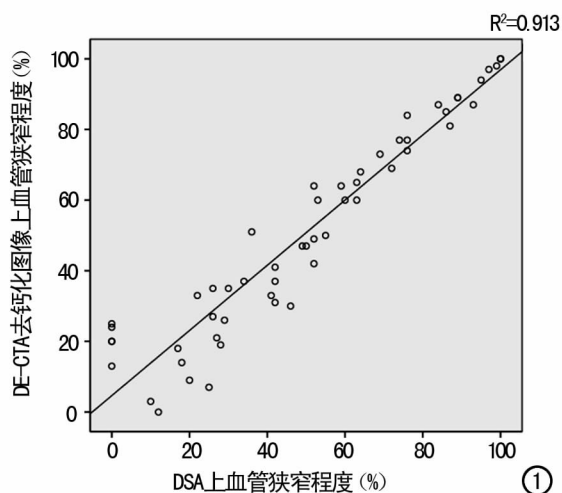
CT双能量去骨技术去除骨骼和钙化斑块后血管狭窄程度与DSA血管狭窄程度关系散点图,示DE-CTA与DSA在血管狭窄程度分级上相关性好。
